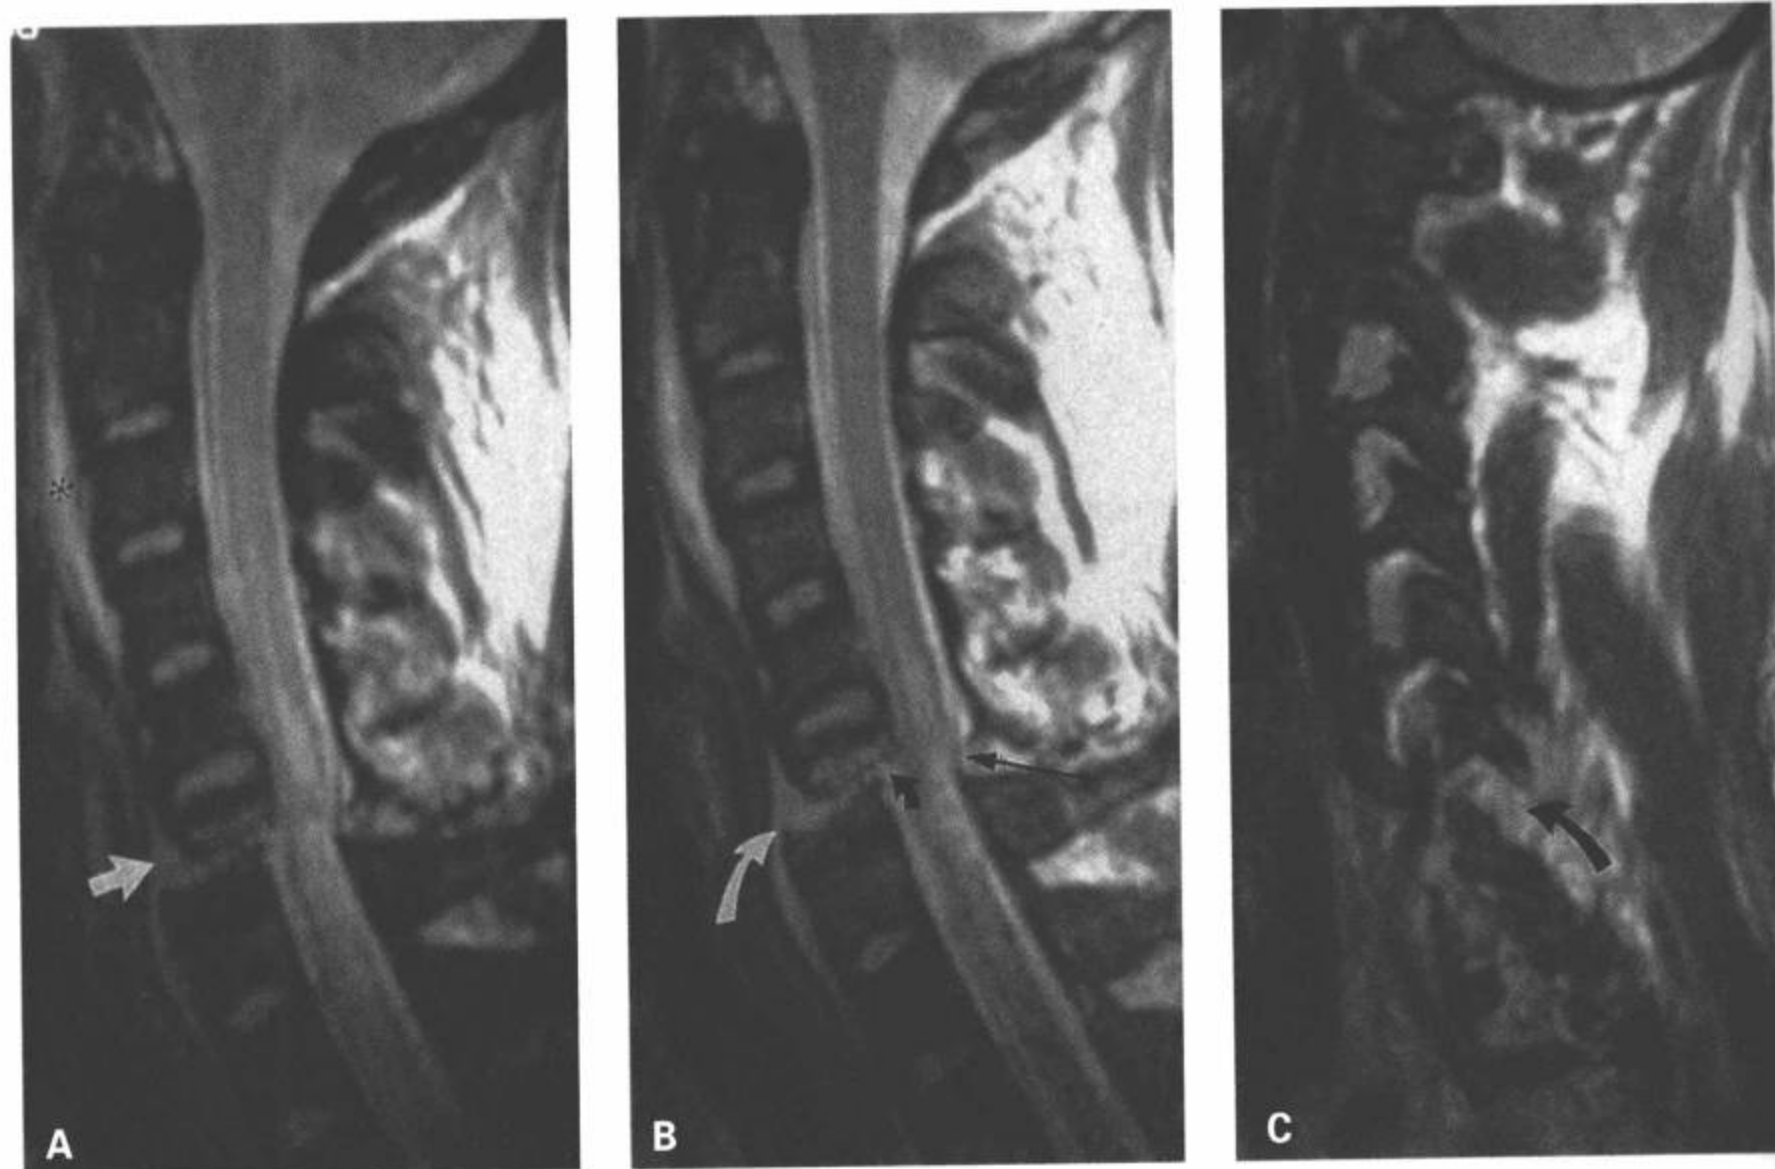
29 岁男性，C6 骨折脱位。A：矢状面 T2 加权图像显示一条水平的骨折线延伸到 C6 椎体（箭）。相对于下部，上部略有偏移。可见脊髓水肿延伸长达 3 个脊椎节段。有椎前软组织肿胀/出血性隆起（星号）。B：矢状面 FSE T2 加权图像显示的损伤细节比 SE 图像清晰。前纵韧带（弯白箭）、后纵韧带（弯黑箭）和黄韧带断裂（直黑箭）。勾画出的脊髓水肿轮廓边缘比 A 中的清晰。C：FSE T2 加权旁矢状面图像显示右侧 C6 和 C7 椎小关节分离（弯箭）。(From: Flanders AE, Croul SE. Spinal trauma. In: Atlas SW. Magnetic Resonance Imaging of Brain and Spine. 3<sup>rd</sup> ed. Philadelphia: Lippincott Williams & Wilkins; 2002: 1783, with permission.)
